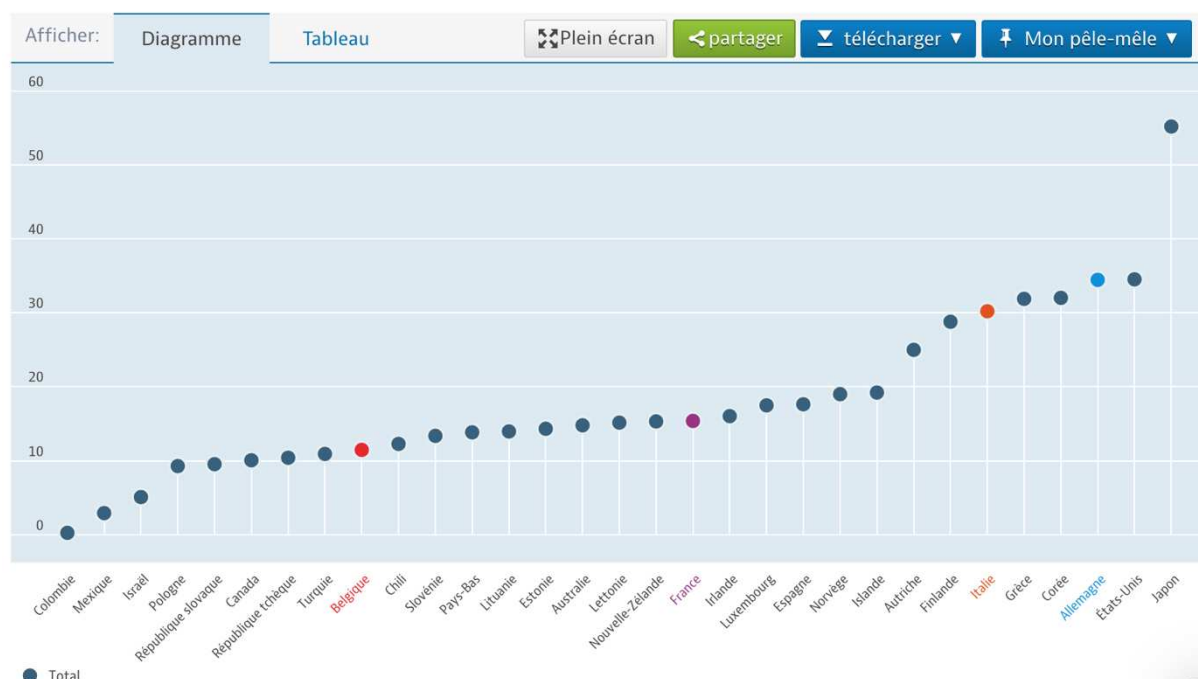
Nombre d'appareils d'imagerie IRM pour 1 000 000 d'habitants dans les pays de l'OCDE (3)
